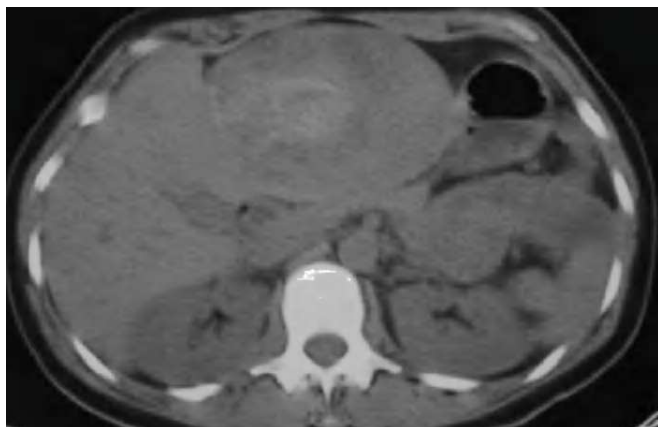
Tomografía axial computarizada (TAC) abdominal sin contraste.
